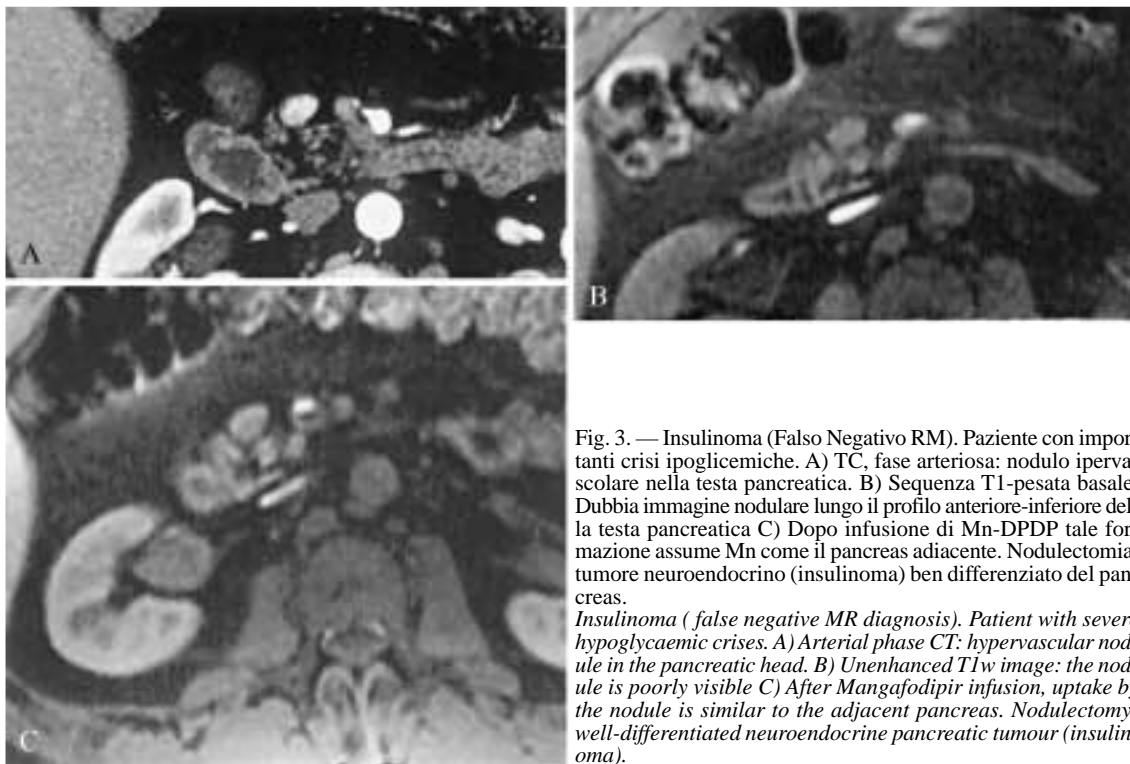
Insulinoma (Falso Negativo RM). Paziente con importanti crisi ipoglicemiche. A) TC, fase arteriosa: nodulo ipervascolare nella testa pancreaticca. B) Sequenza T1-pesata basale. Dubbia immagine nodulare lungo il profilo anteriore-inferiore della testa pancreaticca C) Dopo infusione di Mn-DPDP tale formazione assume Mn come il pancreas adiacente. Nodulectomia: tumore neuroendocrino (insulinoma) ben differenziato del pancreas.
